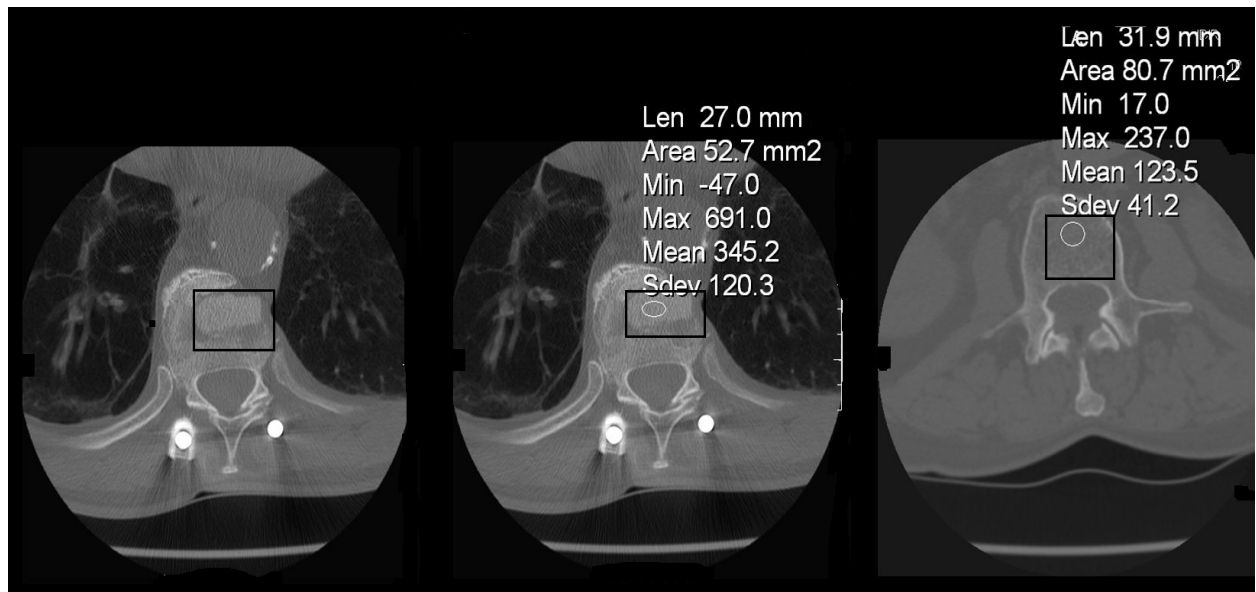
CT-Bildbeispiele vom selben Patienten (Quelle: FSU Klinikum Jena)
